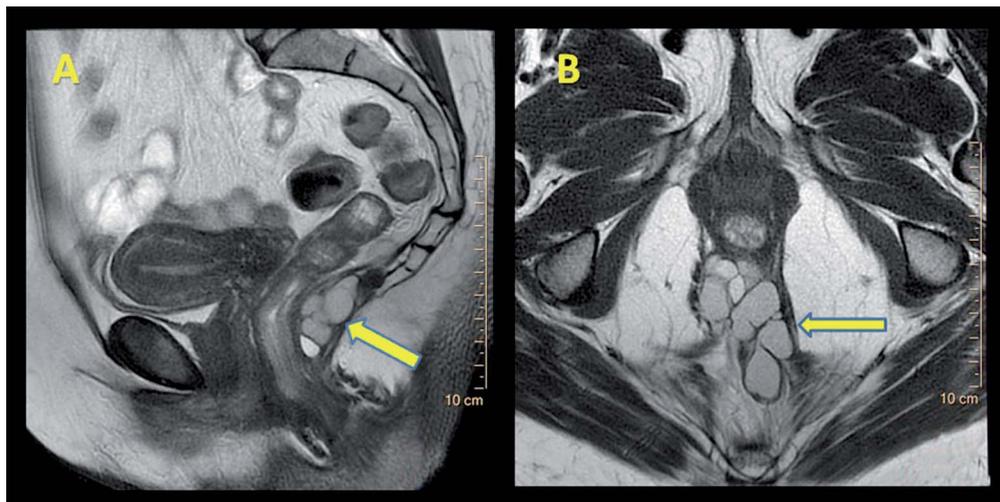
A: Corte sagital de RM potenciado en T2, en el que se evidencia una lesión hiperintensa tabicada que se sitúa entre la pared rectal posterior y el coxis. B: lesión anterior en un corte axial.
